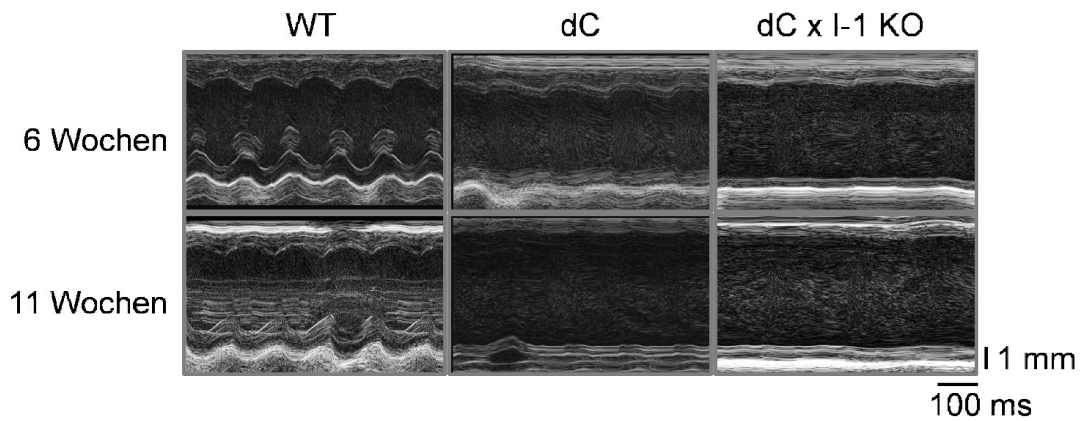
Originalaufnahmen der Echokardiographie. Repräsentative *M-Mode* Aufnahmen von WT, dC und dC x I-1 KO-Mäusen im Alter von 6 und 11 Wochen, aufgenommen links parasternal in der kurzen Achse midpapillär.
